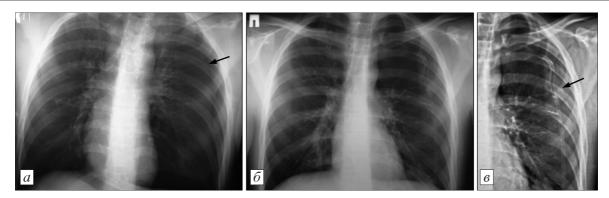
Рентгенограммы пациента М., 22 года.
